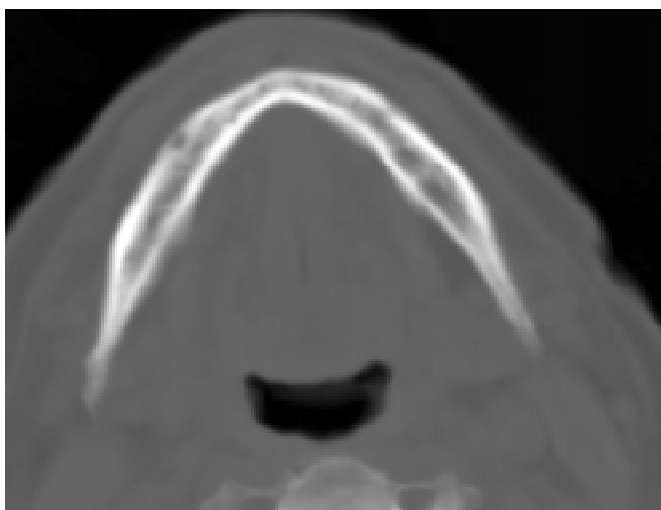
Спіральна комп'ютерна томографія нижньої щелепи хворого Б., 76 років: деформація нижньої щелепи, склеротичні зміни кісткової тканини, відсутність нормальної кісткової структури латеральної стінки правої гілки нижньої щелепи
